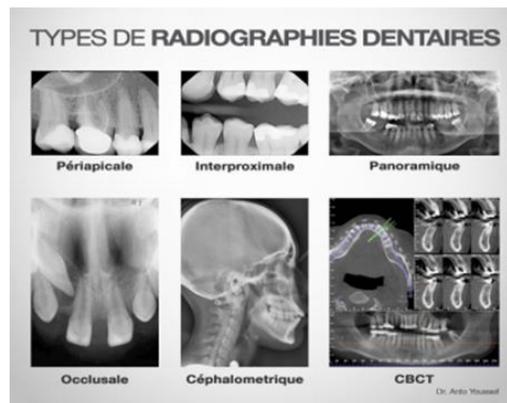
types de radiographies Dentaires.
